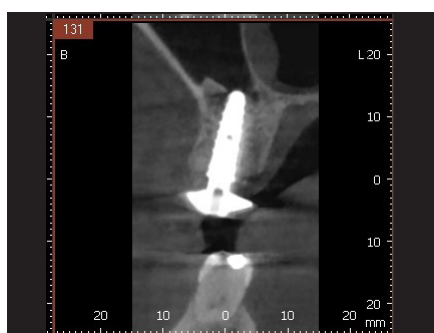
Scansione CBCT 8 mesi dopo l'intervento
